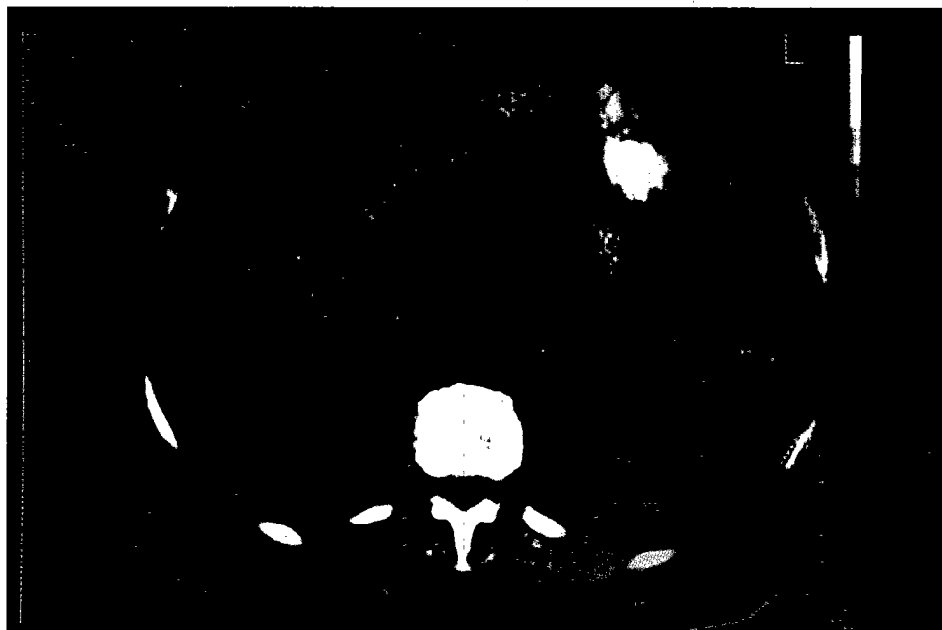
TAC abdominal, que muestra aumento de volumen de ambas suprarrenales, sin formación de nódulos.
